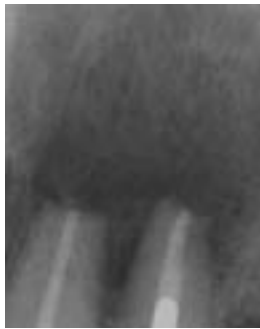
Röntgenkontrolle 21/22 zwei Wochen postoperativ. – Abb. 10: Röntgenkontrolle 21/22 zwölf Wochen postoperativ. – Abb. 11: Röntgenkontrolle 21/22 sechs Monate postoperativ.
